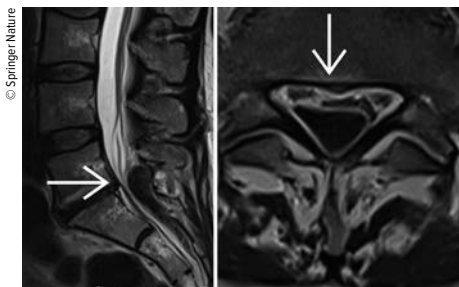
Spinales Epiduralhämatom am lumbosakralen T2-gewichteten MRT am dritten Tag des stationären Aufenthaltes
